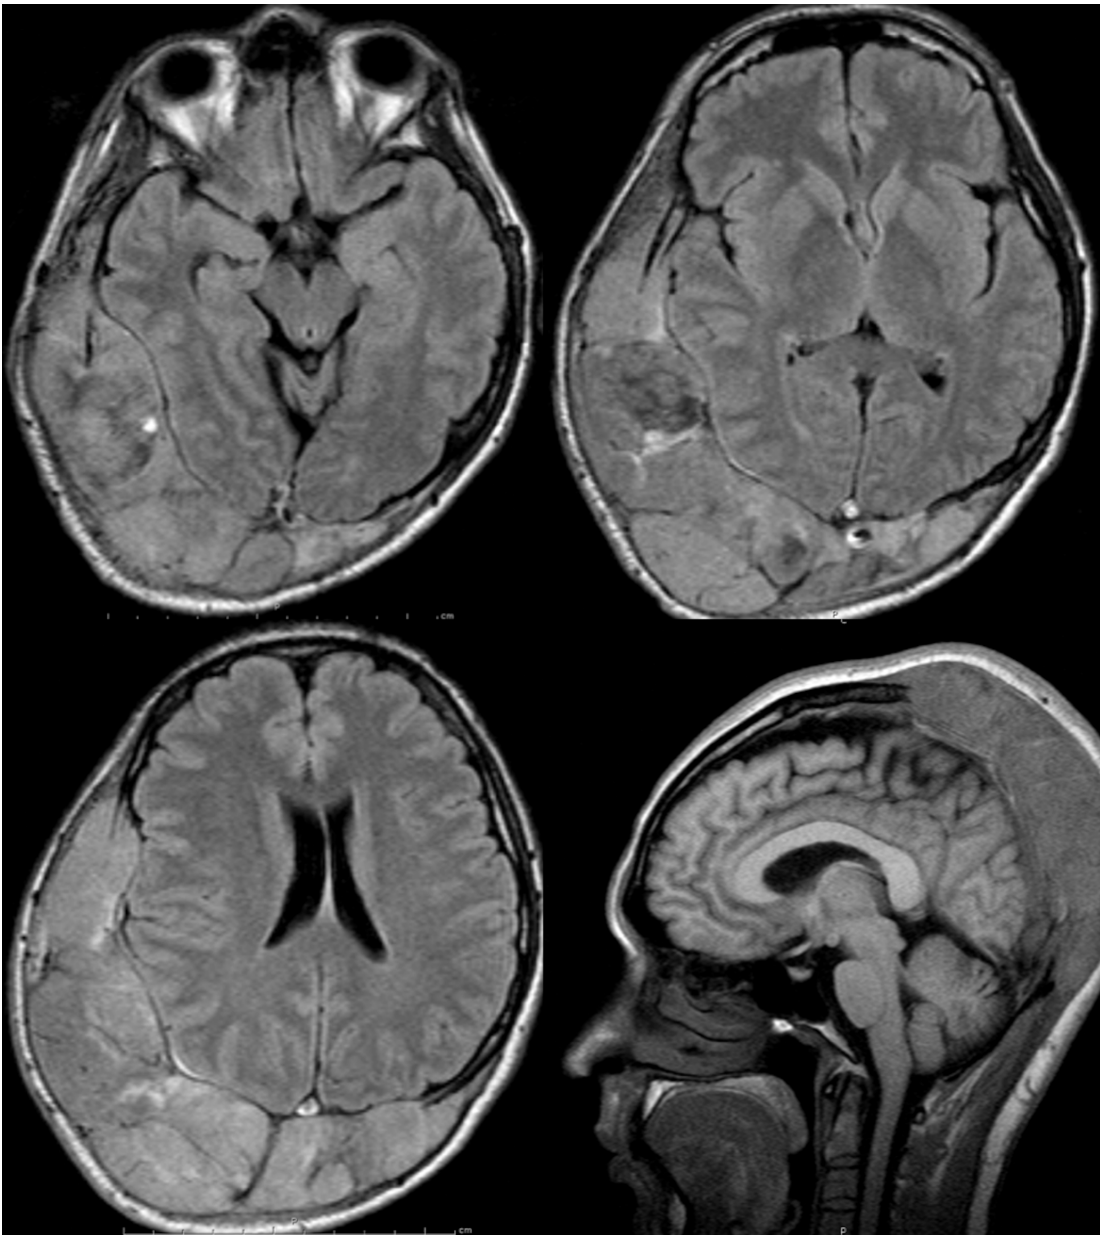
Resonancia Magnética Nuclear de Cráneo. Tumor extra-axial en región frontoparietotemporo-occipital derecha que infiltraba estructuras adyacentes
